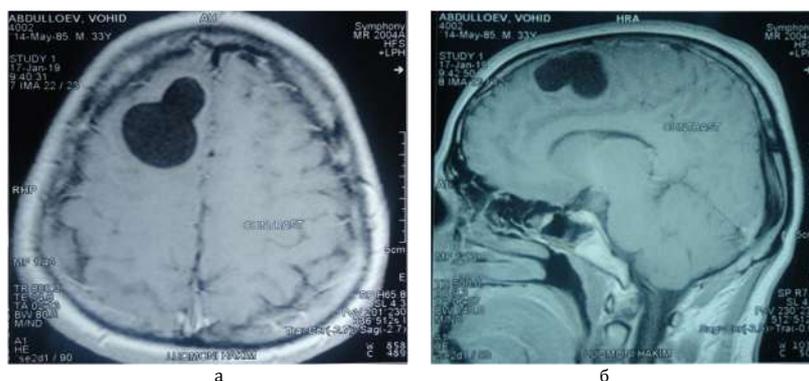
а - КТ изображение нагноившейся эхинококковой кисты; б - МРТ изображение нагноившейся эхинококковой кисты T2 – режиме
